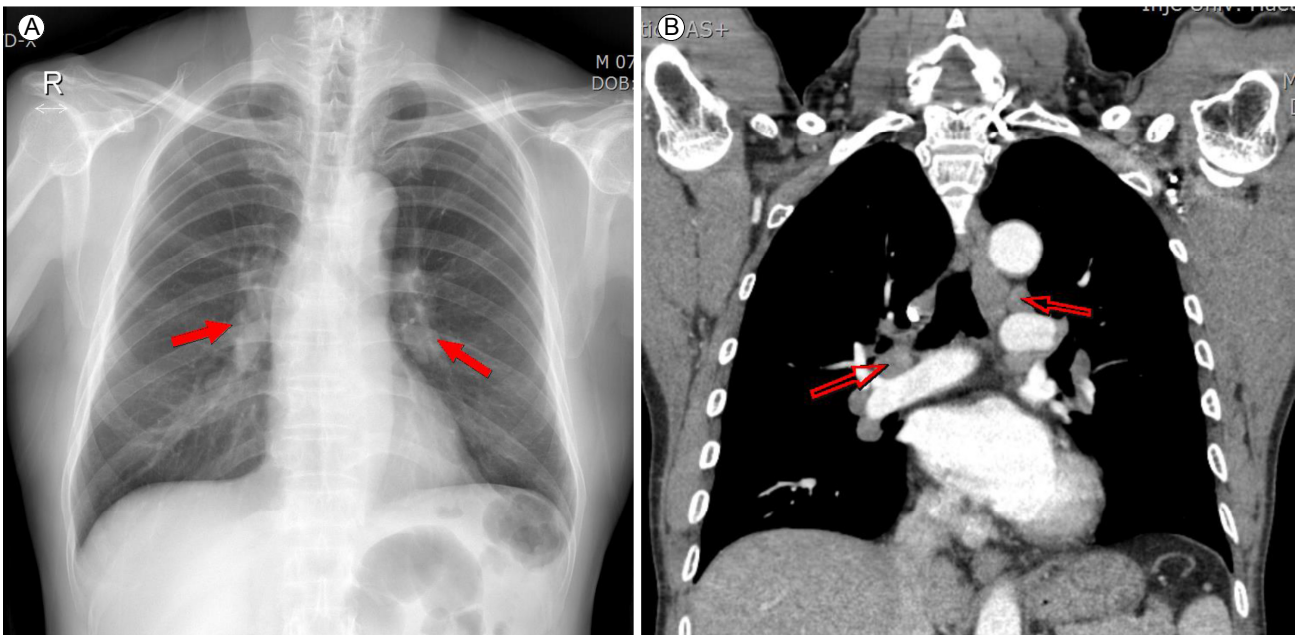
(A) Chest x-ray revealed prominent hilar opacities (arrows). (B) Chest computed tomography showed the enlargement of multiple mediastinal lymph nodes (empty arrows).
